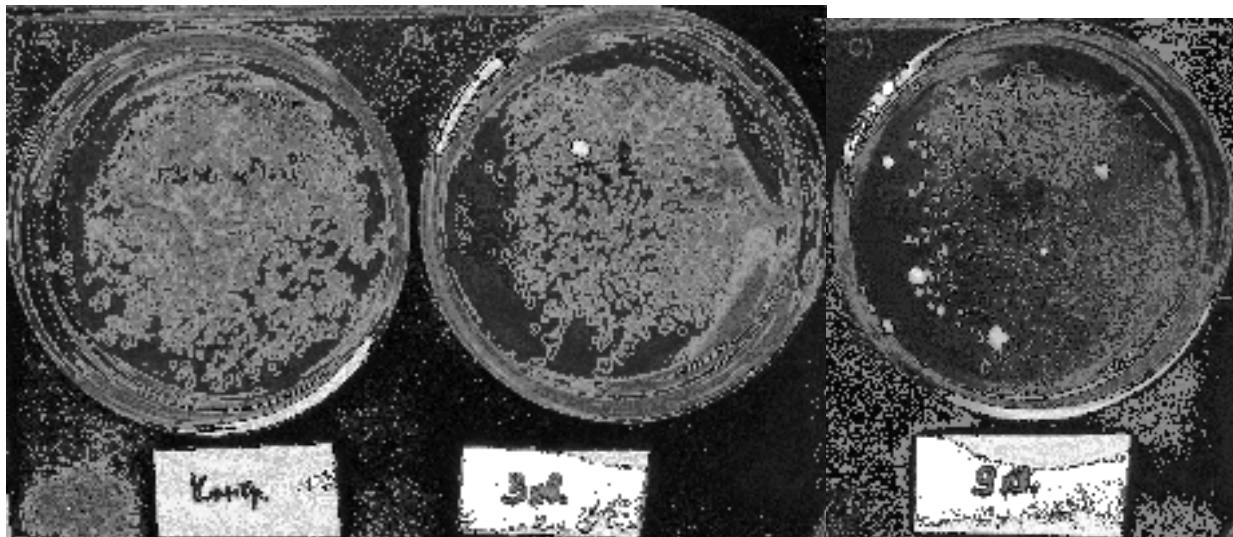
Ріст культури *S. aureus* 209-P (ATCC 6538-P) в контролі (A) та після її контакту зі збагаченою синглетним киснем пароводяною сумішшю, генерованою апаратом для СКТ «МИТ-С» упродовж 3 хв. (B) і 9 хв. (C)
